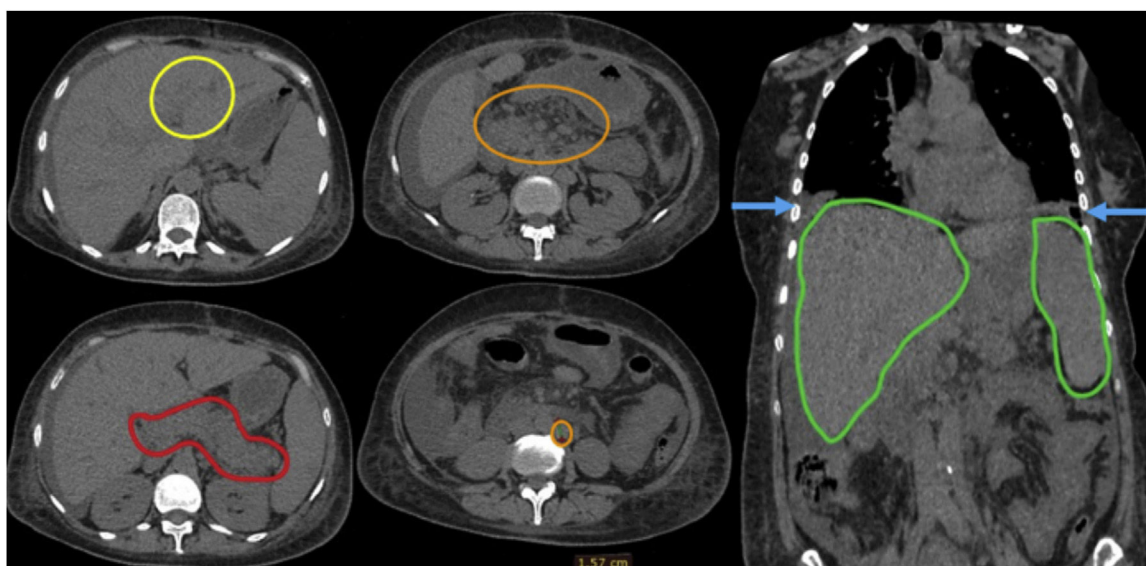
Tomografia computadorizada do abdome. Em amarelo: ectasia das vias biliares intra-hepáticas; vermelho: pâncreas de volume e densidade heterogênea; laranja: linfonodos intra-abdominais aumentados; azul: derrame pleural bilateral; verde: hepatoesplenomegalia.
